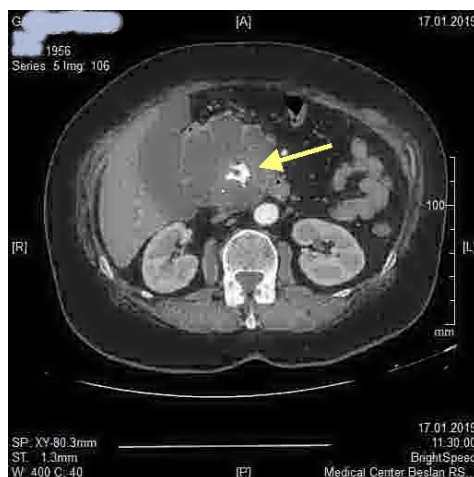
МСКТ Макрокистозная СЦА. «Центральный рубец»
